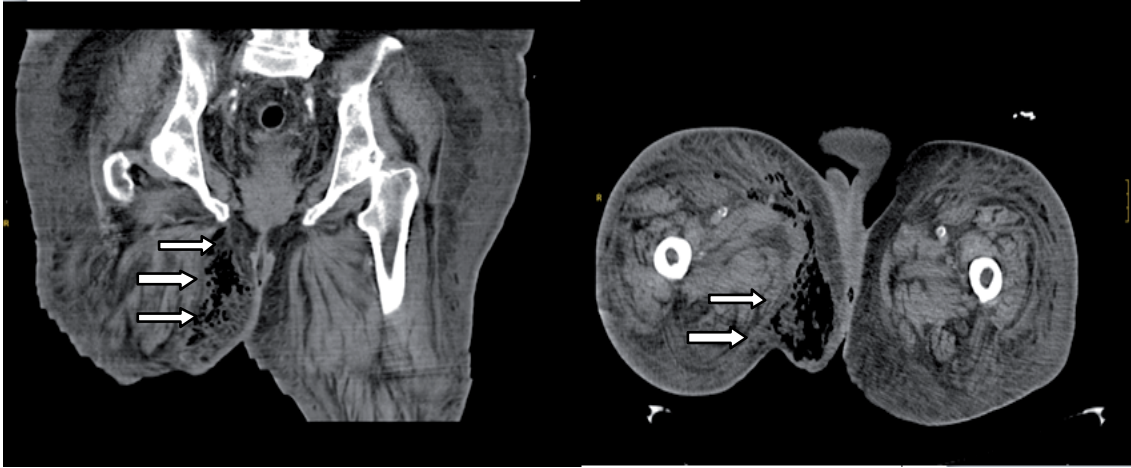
TC pélvico. Presencia de gas a nivel de musculatura adductora (flechas)
